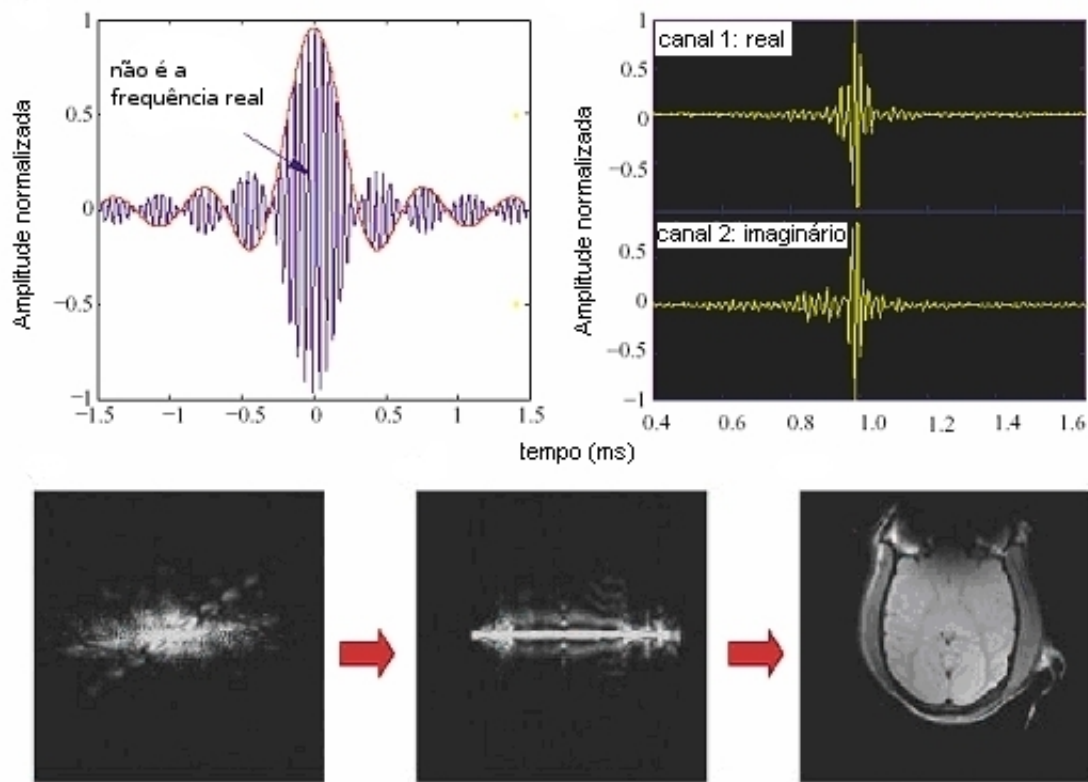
Formação da imagem de RM. Fonte: adaptada de [Logothetis, 2002].
